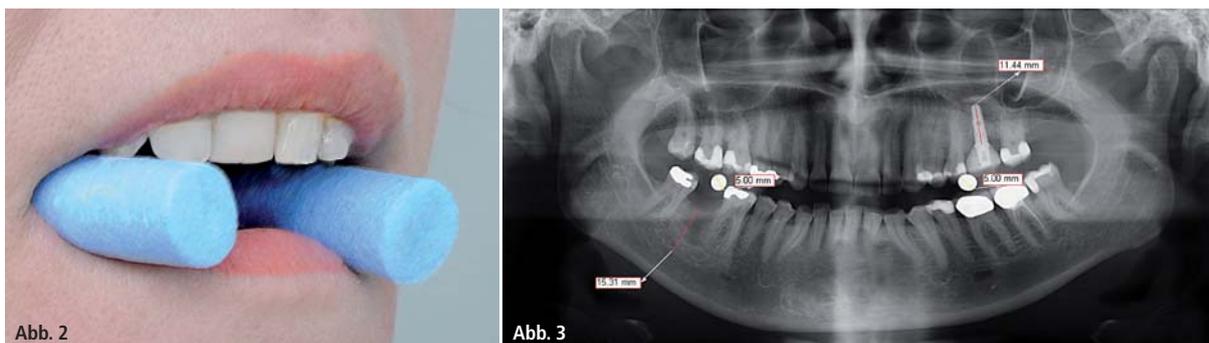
Die Röntgen-Mess-Rollen werden vor dem Röntgen rechts und links auf den Kauflächen der Unterkieferzähne des Patienten positioniert. – Abb. 3: Röntgenbild mit den Mess-Rollen.
